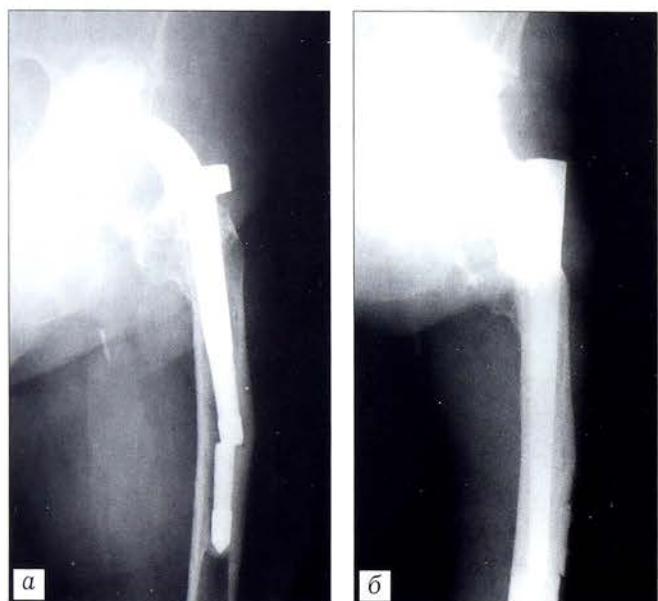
Рентгенограммы пациентки с переломом ножки эндопротеза Сиваша до (а) и после (б) операции.
